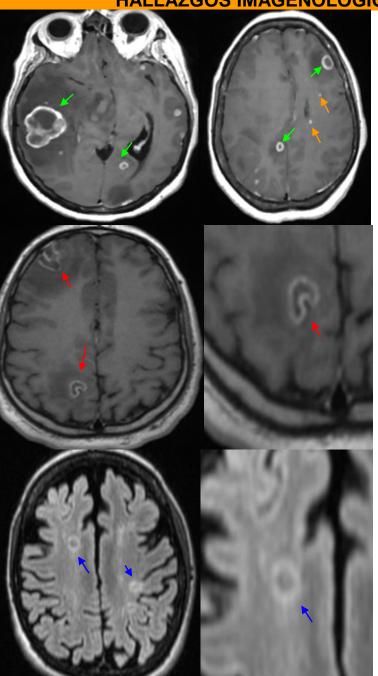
RMN. corte axial T1 con contraste. Muestra imágenes nodulares que presentan realce en anillo.Paciente diagnóstico de metástasis de CA de colon. (flechas verdes). también se visualizan algunas más pequeñas realce nodular (flechas naranjas)
